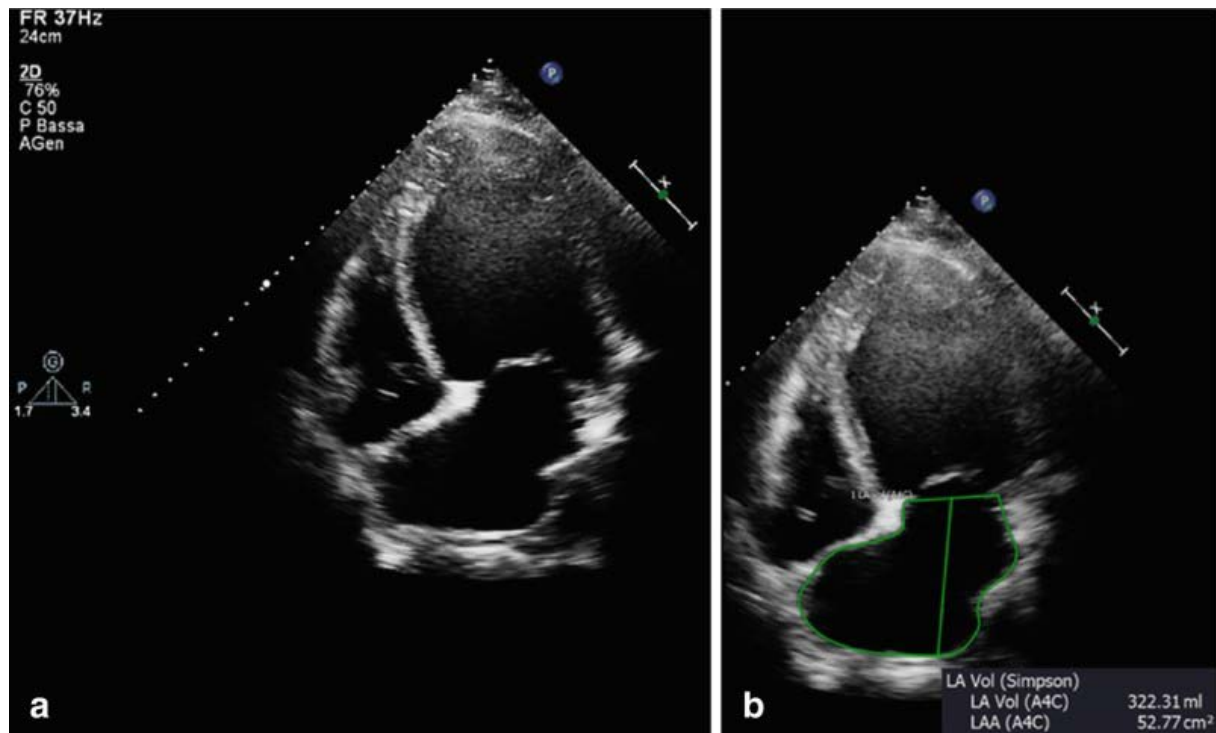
Échocardiographie transthoracique bidimensionnelle d'un cas avancé de cardiomyopathie dilatée, vue apicale à quatre cavités. Panneau (a) : remodelage extrême des cavités cardiaques. Panneau (b) : dilatation sévère de l'oreillette gauche.
